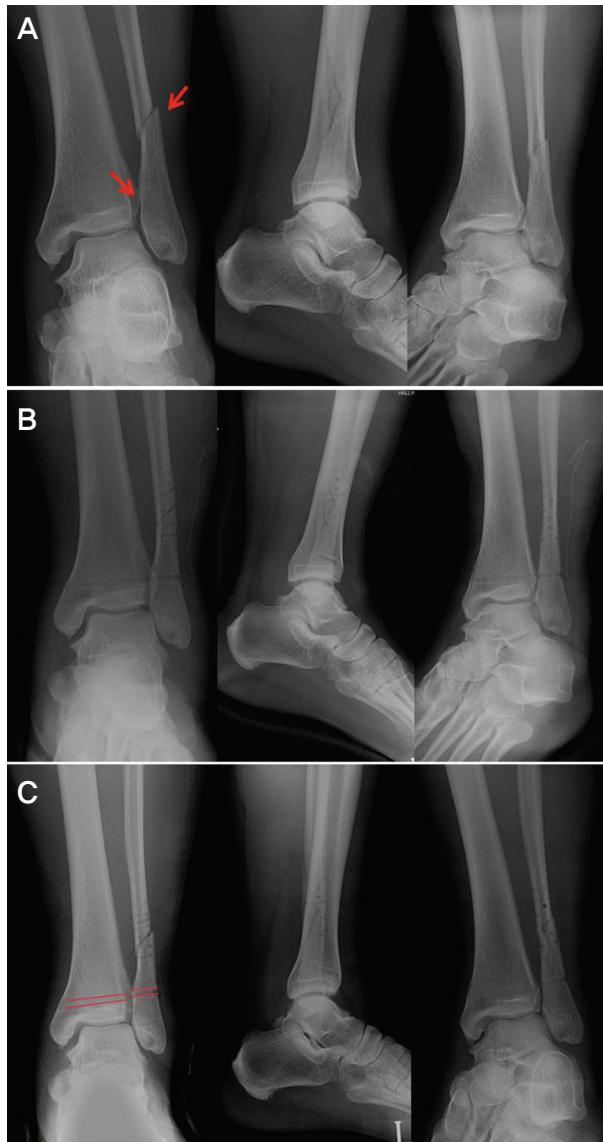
(A) Preoperative antero-posterior, lateral and Mortise radiographs of 33-year-old man with Danis-Weber C type lateral malleolar fracture with syndesmosis disruption. (B) Postoperative radiographs demonstrates anatomical reduction of both fracture and syndesmosis. (C) The radiographs taken 6 weeks after operation show breakage of syndemotic screw.
